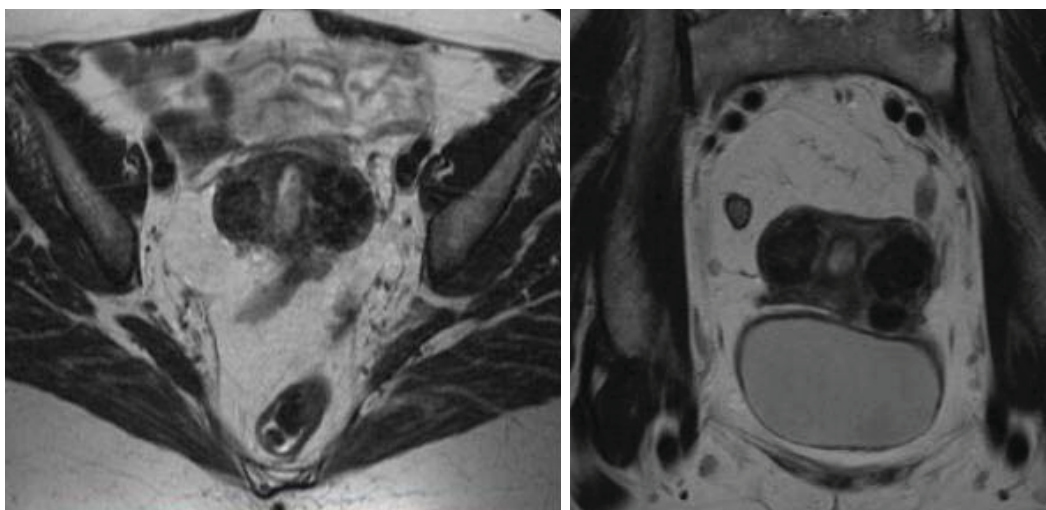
IRM – studiul ganglionar
